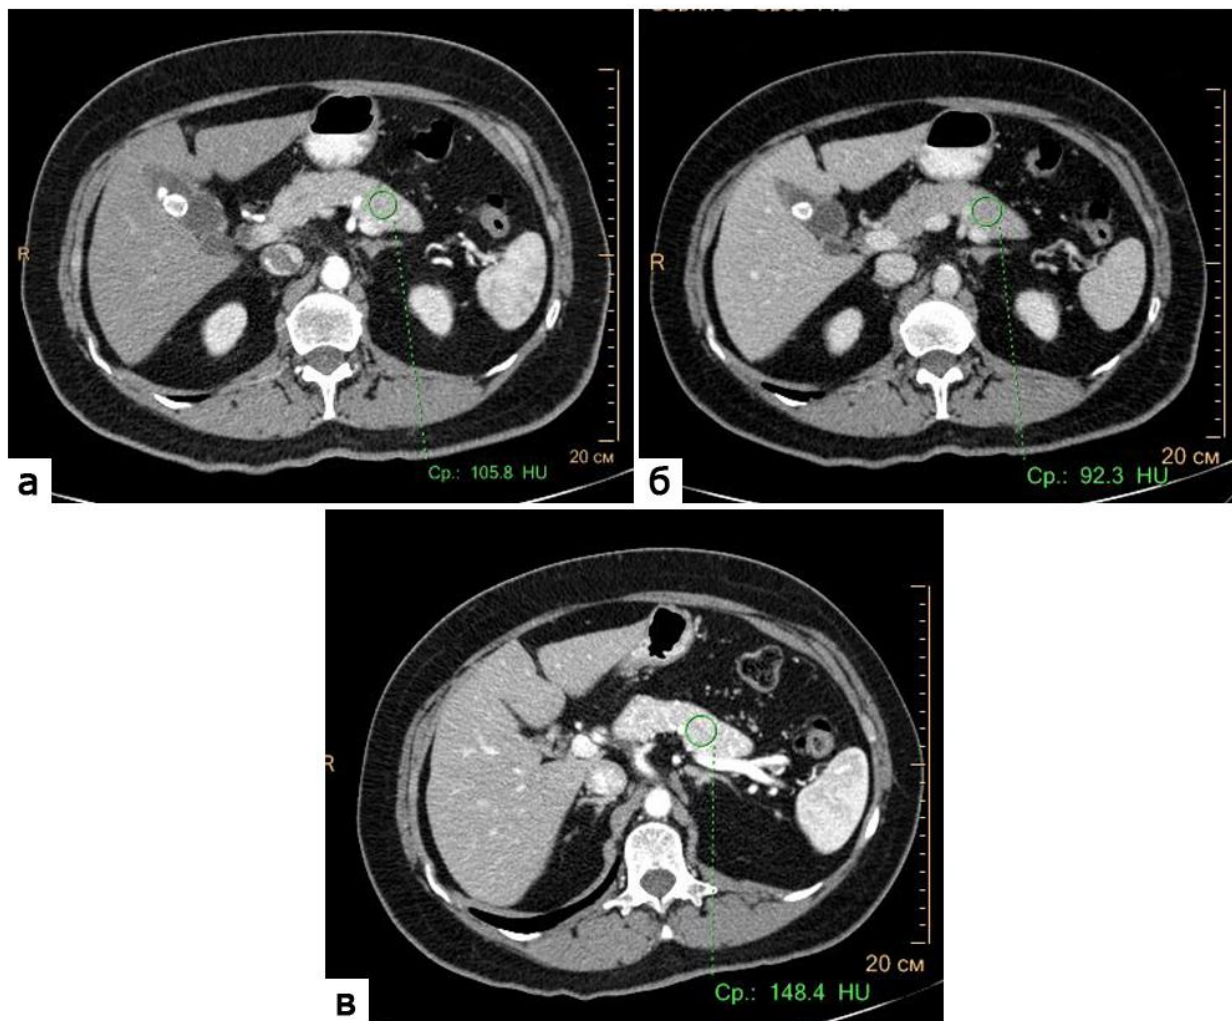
КТ-изображения брюшной полости на уровне тела поджелудочной железы: а, б – артериальная и портальная фазы при стандартной двухфазной МСКТ; в – венозно-артериальная фаза при одномоментной МСКТ. Показатели плотности паренхимы поджелудочной железы (окружности, выноски)
